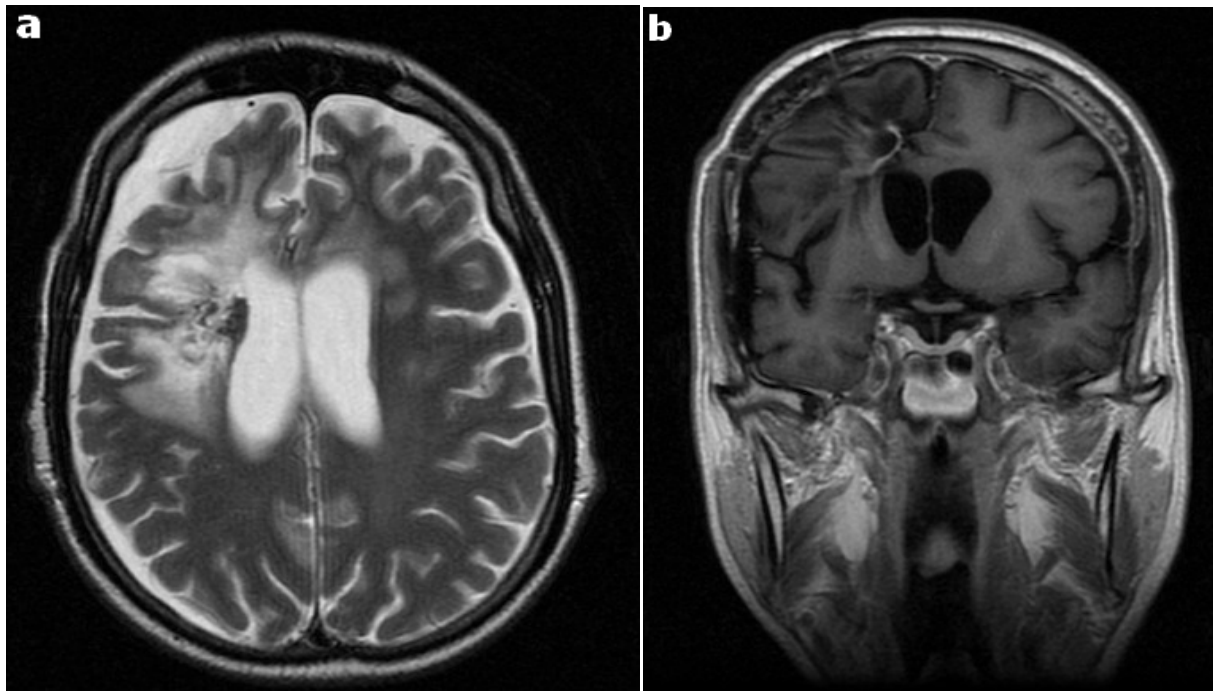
IRM cérébrale (Cas 3)*, Coupe transversale (a) et sagittale (b) montrant une lésion nodulaire fronto-pariétale en isosignal T1 (b), rehaussée en périphérie après injection du produit de contraste (a).
